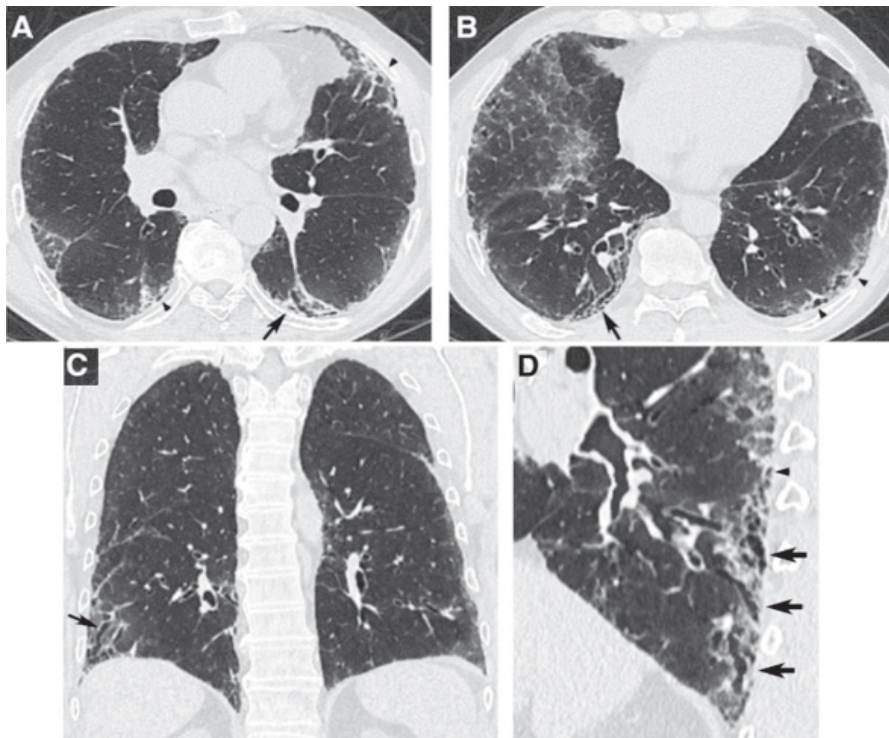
КТВРЗ-патерн ймовірної звичайної інтерстиціальної пневмонії. Поперечні зрізи (A, B), корональна реконструкція обох легень (C), збільшене сагітальне зображення правої нижньої частки (D) ілюструють наявність ретикулярного патерну — периферичні бронхіолоектази з субплевральним та базальним переважанням. Залежно від орієнтації відносно площини КТ-зрізу периферичні тракційні бронхіолоектази виглядають як тубулярні (стрілки) або кістозні (наконечники стрілок) структури. Відзначено одночасна присутність помірного помутніння за типом матового скла в субплевральних областях обох легень і відсутність стільникових змін [30].
